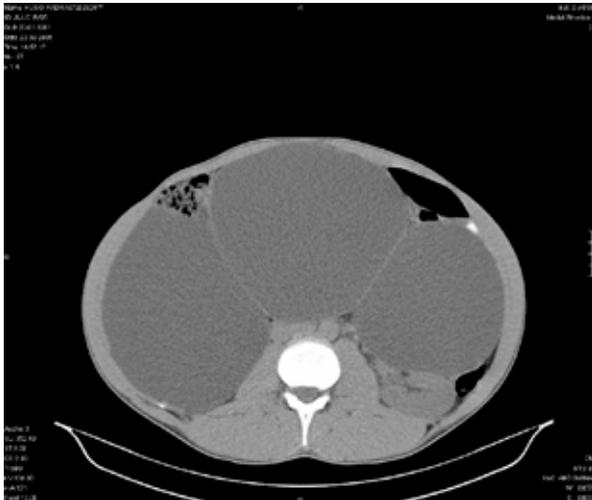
Abdomino-pelvic CT showing a bulky and multiloculated cystic structure, with thin septa, which compresses abdominal organs and other structures.
